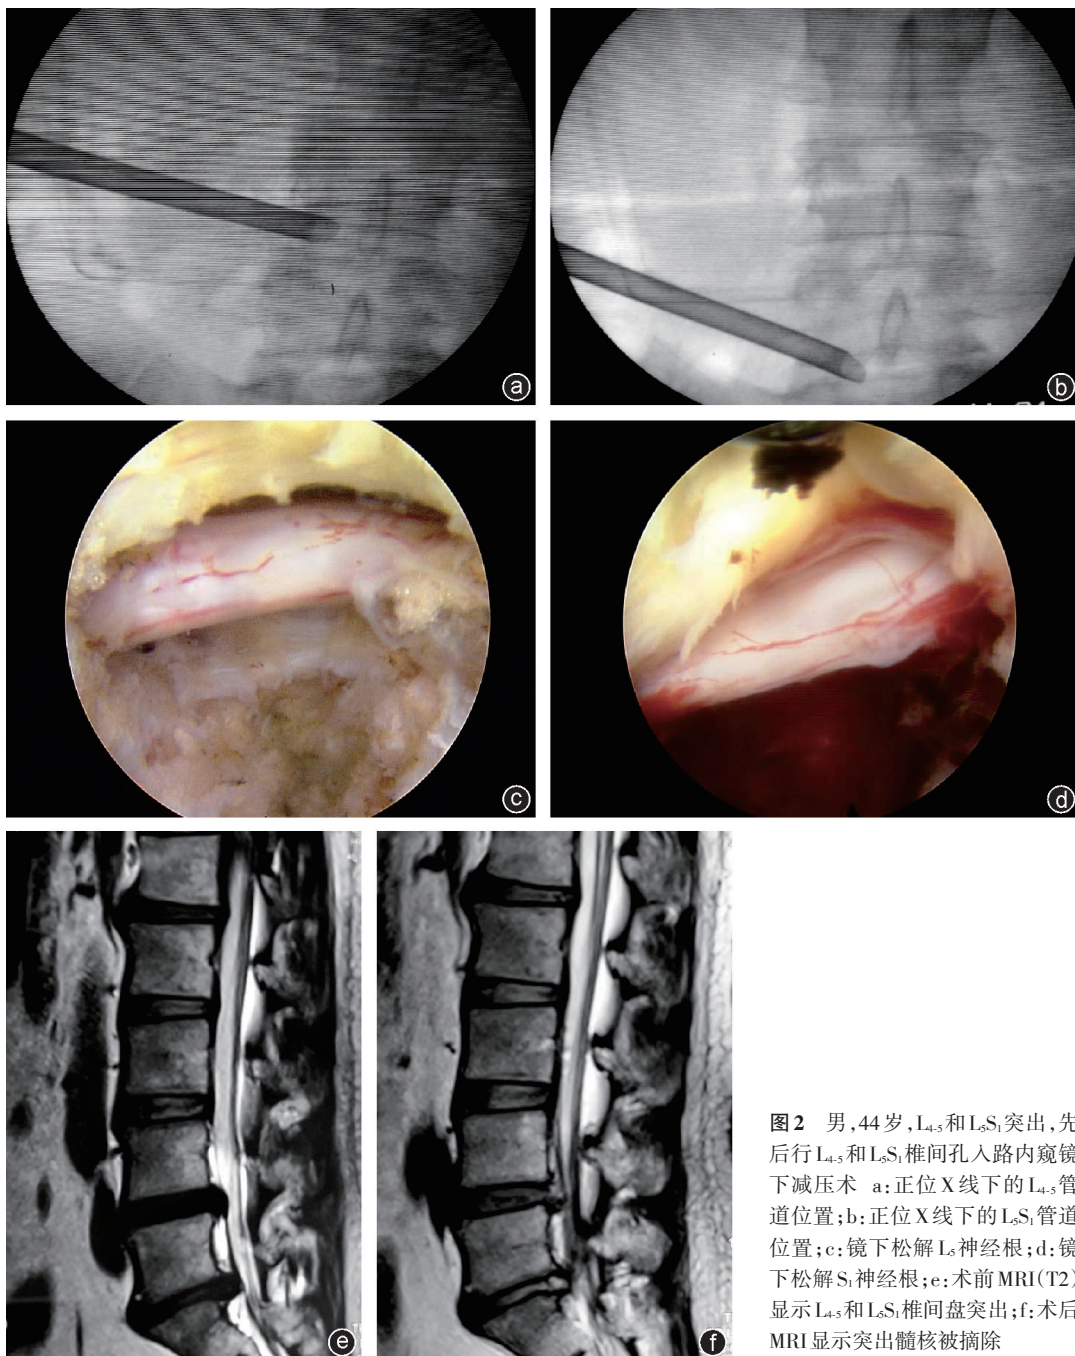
男,44岁,L₄₋₅和L₅S₁突出,先后行L₄₋₅和L₅S₁椎间孔入路内镜下减压术 a:正位X线下的L₄₋₅管道位置;b:正位X线下的L₅S₁管道位置;c:镜下松解L₅神经根;d:镜下松解S₁神经根;e:术前MRI(T₂)显示L₄₋₅和L₅S₁椎间盘突出;f:术后MRI显示突出髓核被摘除
